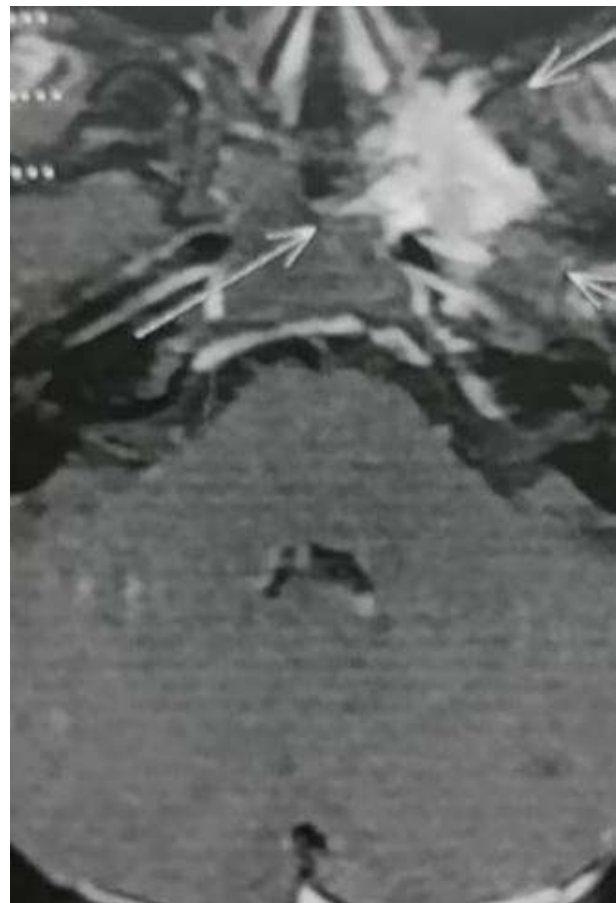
Nasoangiofibroma, visto na RM (T1).
